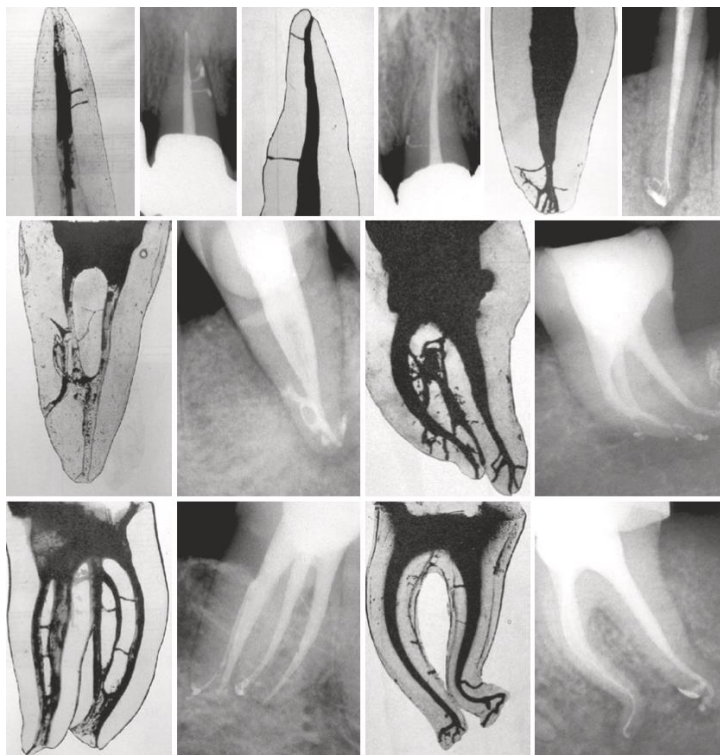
Imágenes originales del trabajo de Hess que muestran la morfología interna de diferentes dientes, seguidas de radiografías postoperatorias que muestran una anatomía similar. Obtenido de: Arslan H, Ertas H, Ertas ET, Kalabalik F, Saygılı G, Capar ID. Evaluating root canal configuration of mandibular incisors with cone-beam computed tomography in a Turkish population. J Dent Sci. 2015;10(4):359-64.
